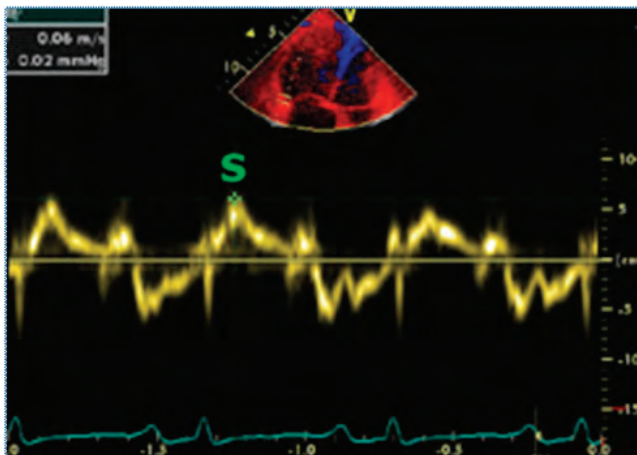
Doppler tisular (ver texto).
